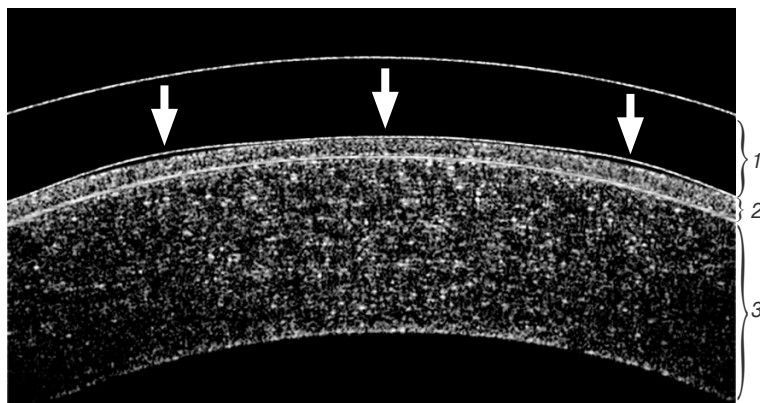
Оптическая когерентная томография роговицы при надетой ОК-линзе: 1 – ортокератологическая линза; 2 – эпителий роговицы; 3 – строма роговицы. Стрелками показана центральная и среднепериферические зоны
